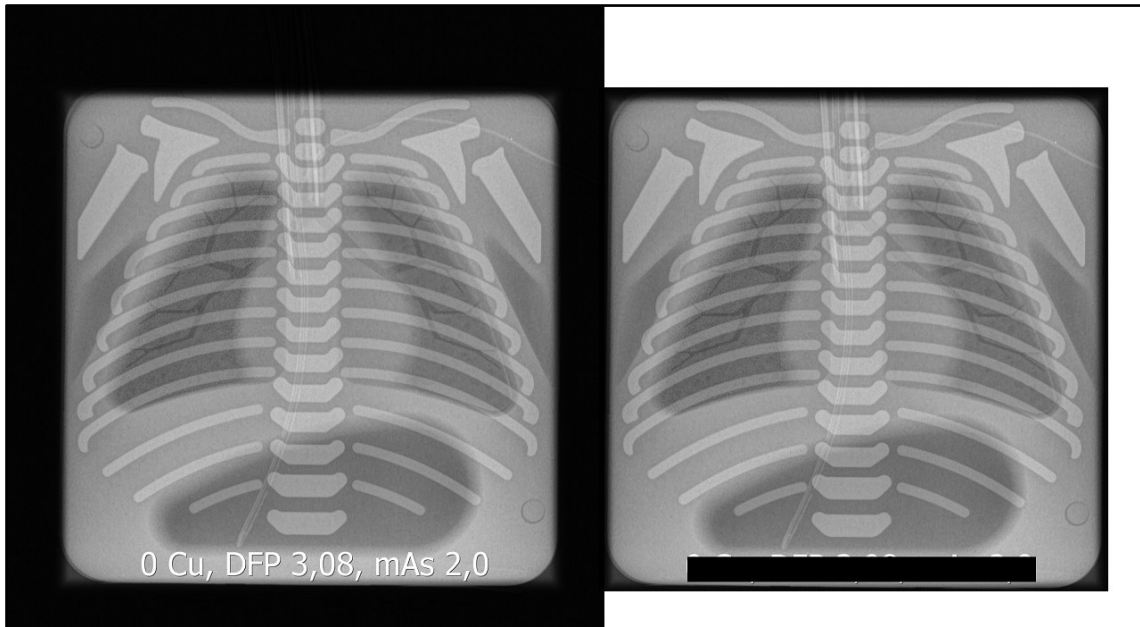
Abbildung Nr. 4 – Röntgenaufnahme im a.p.-Strahlengang des pädiatrischen „SPoRT™ 715-T“ Rumpfphantoms. Da diese Studie nur auf Röntgen-Thoraxaufnahmen gezielt war, wurde vom Rumpf nur der Thorax abgebildet.
